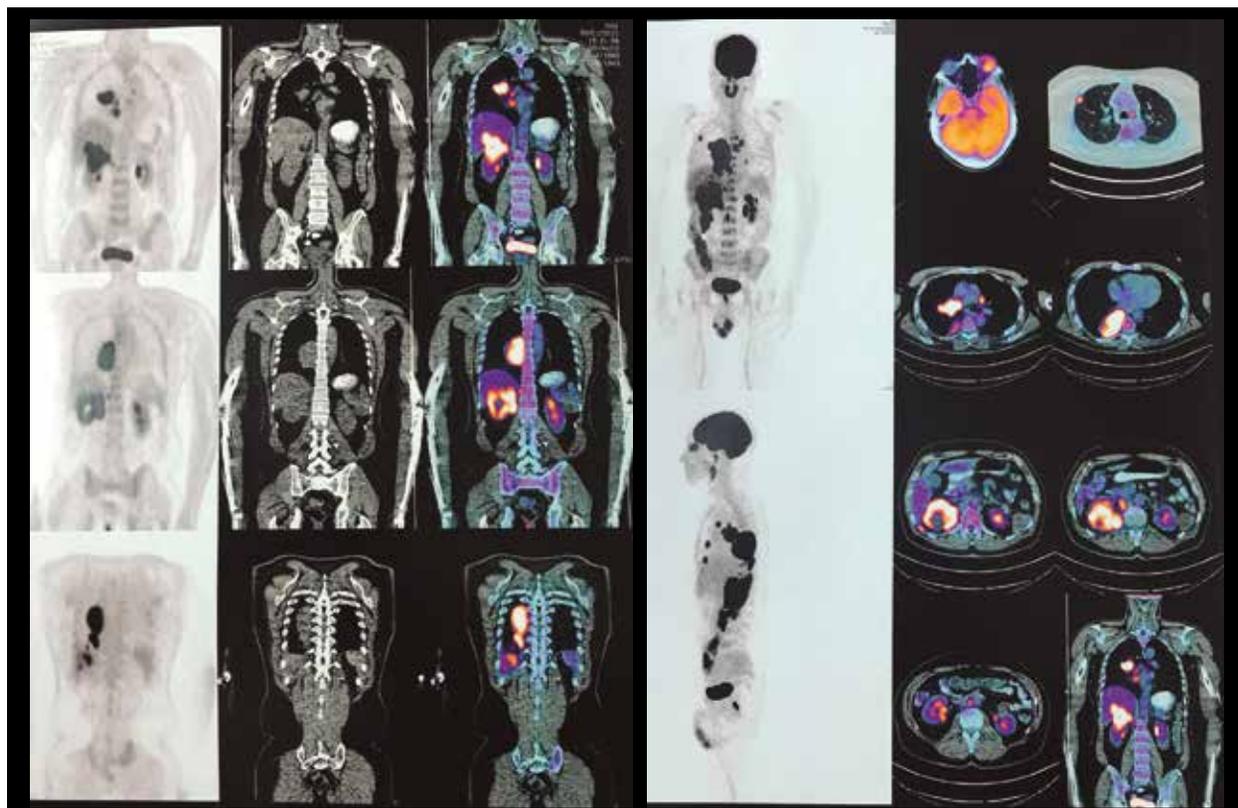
Compromiso multisistémico por metástasis (PET-TC).
